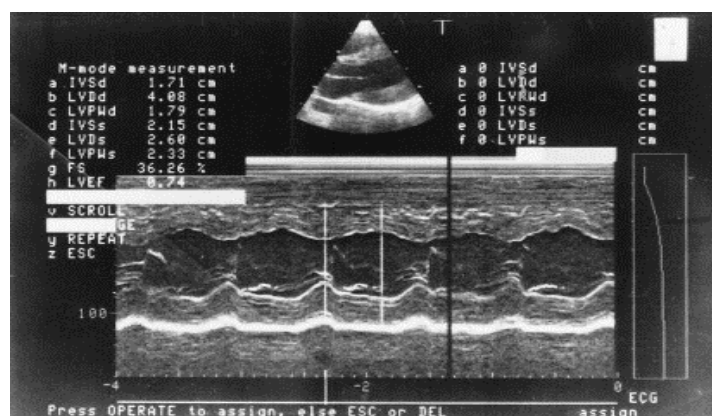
Medição da dimensão do SIV, VE (telesístole e telediástole) e PP com recurso ao Ecocardiograma Modo M, verificando-se hipertrofia simétrica da parede do VE com diâmetros sistólico e diastólico normais. Retirado de Casali et al⁴⁸
